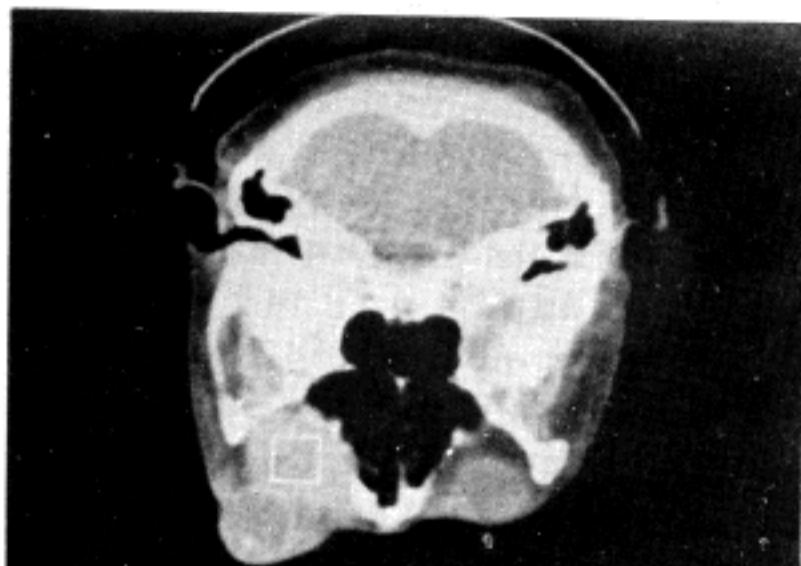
Computed tomographic scanning of the orbit showing a nodular, well-circumscribed, solid mass in the left retrobulbar region.
